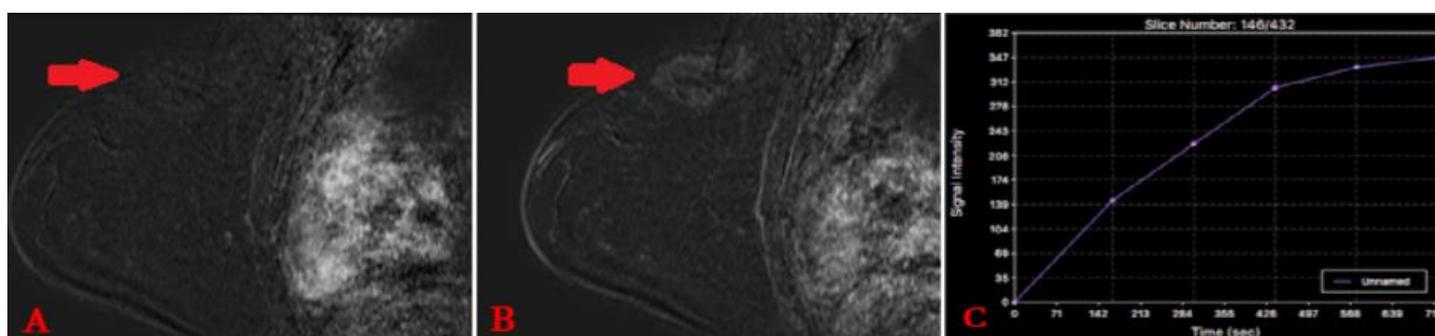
A et B) IRM mammaire en séquence pondérée T1 avec injection (phase précoce(A) et tardive (B)); C) IRM mammaire avec graphique en séquence de perfusion. Fibromatose mammaire sous forme d'une masse irrégulière à contours spiculés, prenant le contraste de manière rapide et progressive
